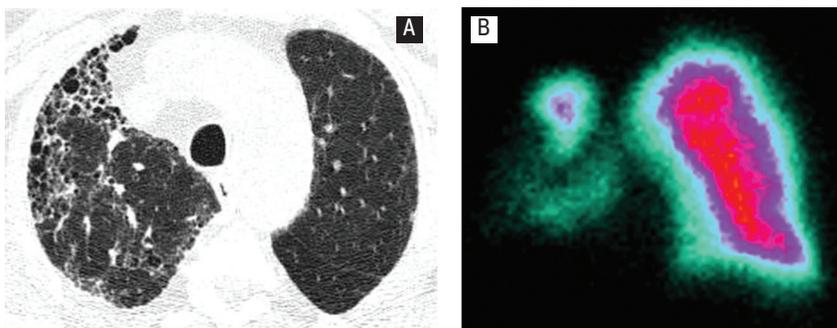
Наблюдение больной С. 77 лет: преимущественно односторонние изменения при ИФА; на КТВР: А – «сотовое» легкое в субплевральных отделах справа, слева – субплевральное усиление периферического легочного интерстиция; В – на сцинтиграмме – практически полное отсутствие кровотока в правом легком
